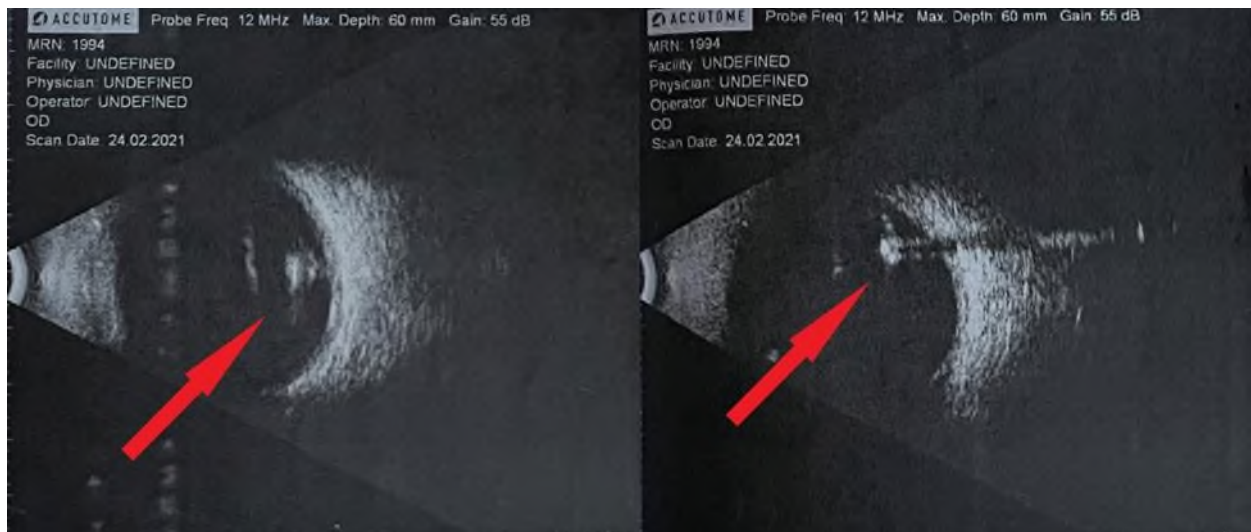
На УЗИ правого глазного яблока (В-сканирование) инородное тело локализовано в глубоких слоях стекловидного тела.
